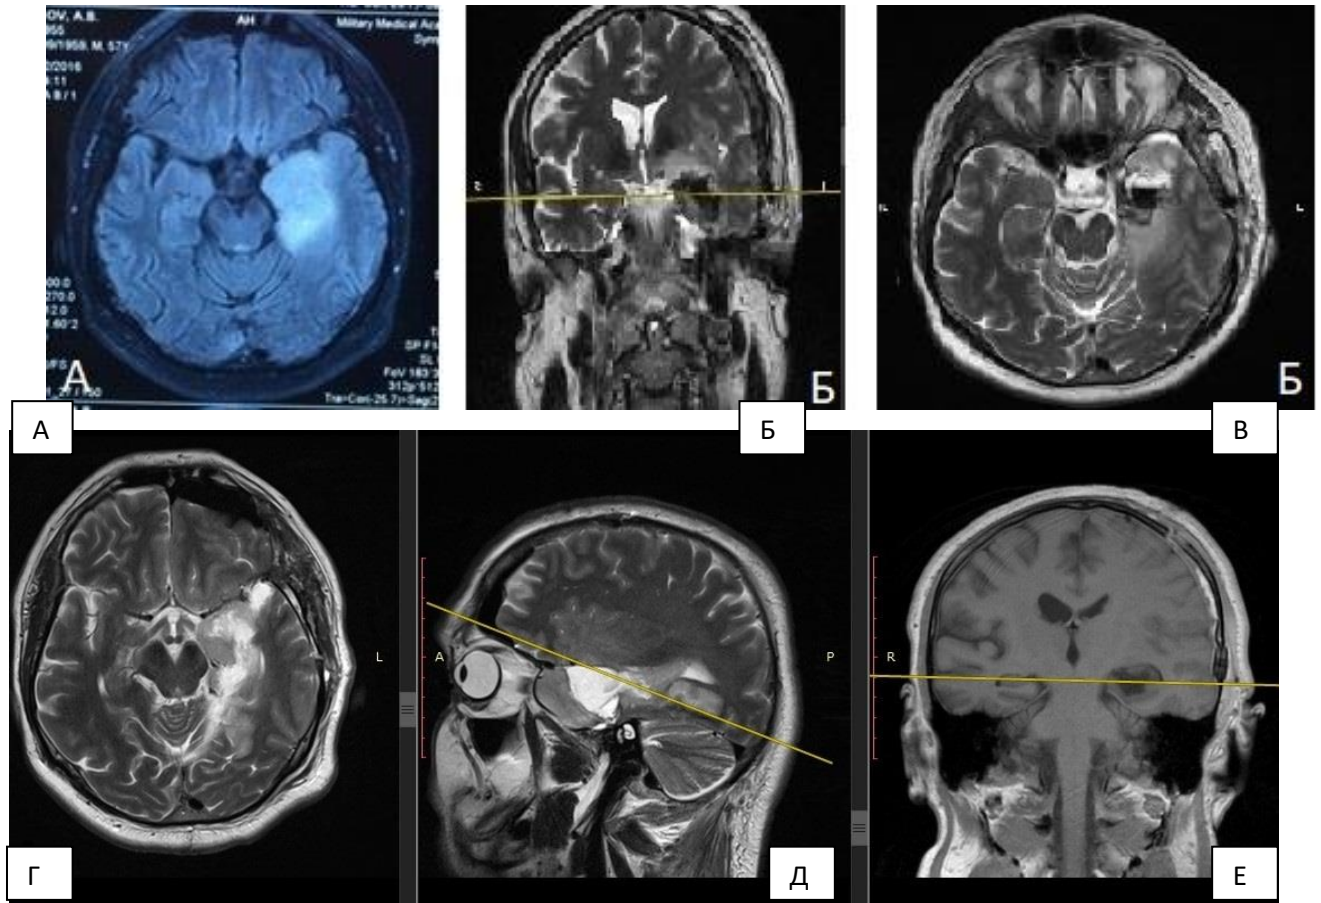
А) МРТ головного мозга до операции (аксиальный срез, FLAIR VI); Б, В) - МРТ головного мозга в режиме T2 (коронарный и аксиальный срезы) на 1 – е сутки после удаления опухоли трансильвиевым доступом; Г, Д, Е) - МРТ головного мозга на 1-е сутки после удаления опухоли из супрацереbellярного транстенториального доступа
